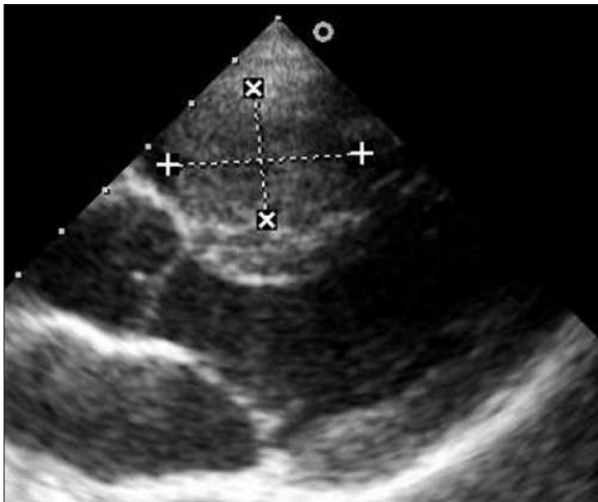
Ecocardiografía de un fibroma que produce protrusión en el tracto de salida del ventrículo izquierdo.
